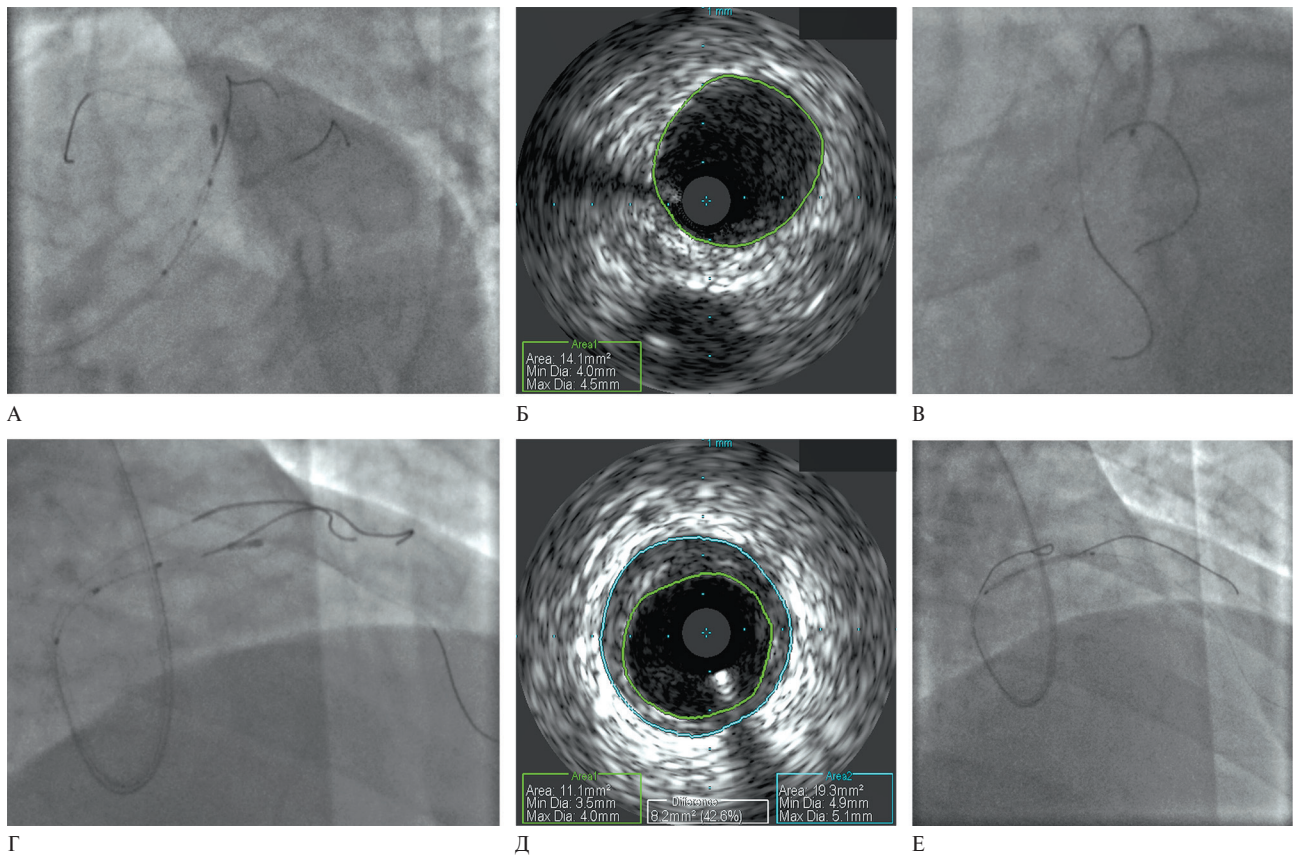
Поиск и маркировка участков, подходящих для имплантации стента с применением ВСУЗИ. А — проксимальная точка имплантации стента помечена дополнительным проводником; Б — ВСУЗИ изображение проксимальной точки имплантации стента; Г — дистальная точка имплантации стента помечена дополнительным проводником; Д — ВСУЗИ изображение дистальной точки имплантации стента; Е — ВСУЗИ изображение дистальной точки имплантации стента; В и Е — позиционирование стента ориентируясь на проводники в боковых ветвях.
